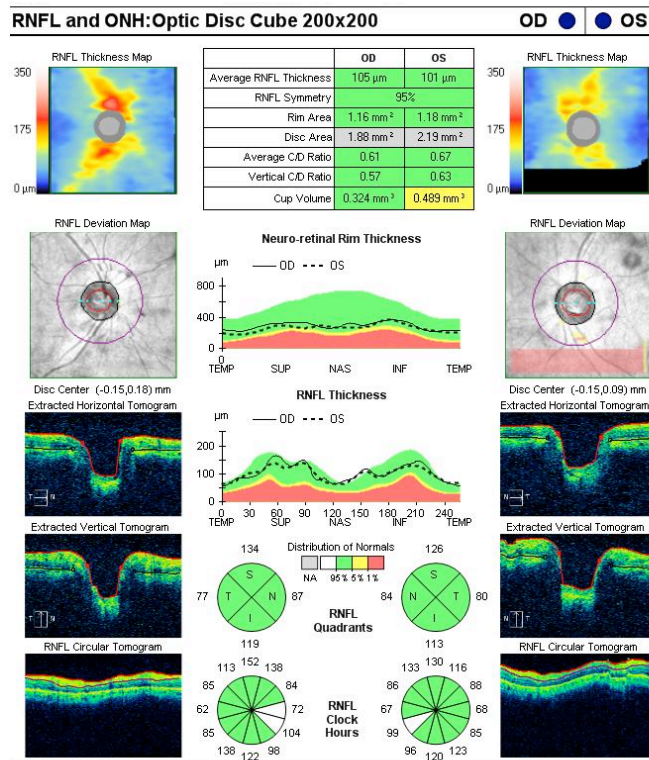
Tomografía de Coherencia Óptica con análisis de fibras nerviosas.
